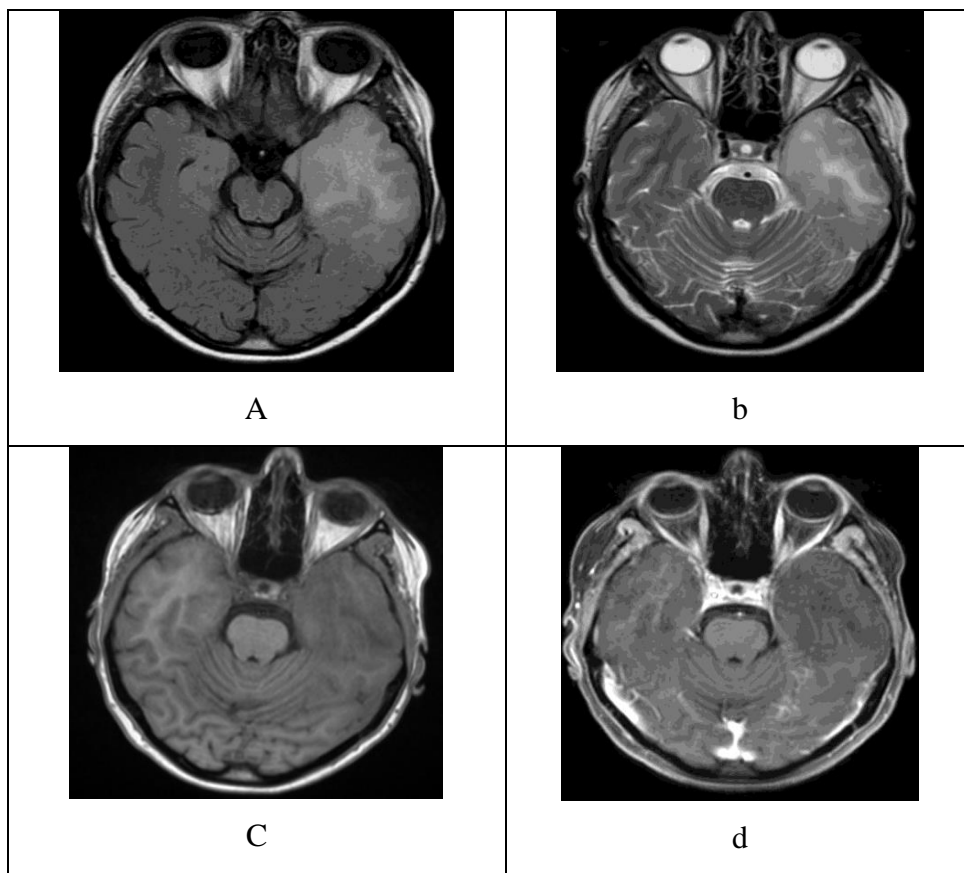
astrocitomë gr. II. a dhe b: plaxi axial FLAIR dhe T2 hipersinjal në FCM. c. plani axial T1 nativ lezioni prezantohet me hiposinjal dhe d. plani axial T1 post gadolinium nuk ka përforcim.
